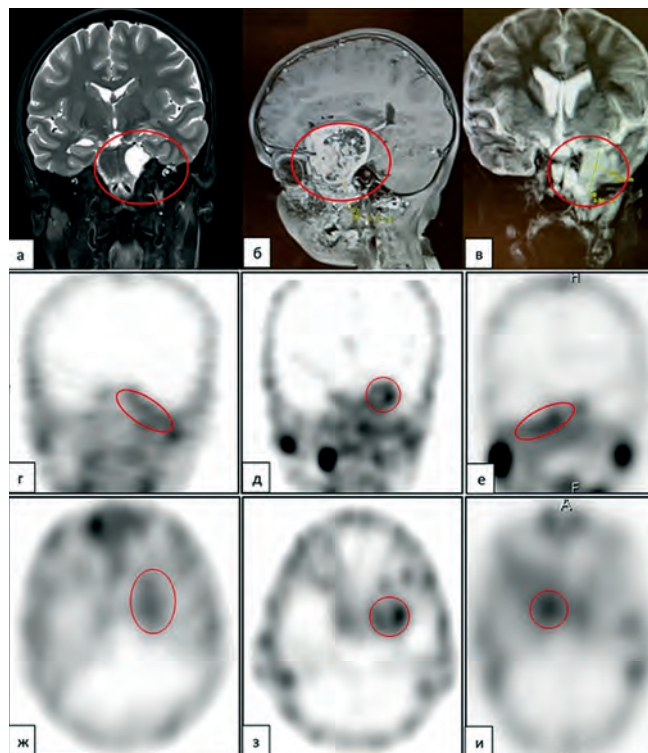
Собственные результаты исследований 3 пациентов с диагнозом РМС параменингеальной локализации с интракраниальным ростом. МРТ: а — в режиме Т2 во фронтальной проекции с подавлением сигнала от жировой ткани; б — в режиме Т1 в сагиттальной проекции с подавлением сигнала от жировой ткани после введения контрастного препарата; в — в режиме Т2 во фронтальной проекции с подавлением сигнала от жировой ткани. Отмечается формирование интракраниального компонента опухоли с поражением вещества головного мозга. Томосцинтиграммы с ^{99m}Tc-пертехнетатом во фронтальных (г, д, е) и аксиальных (ж, з, и) проекциях. В первичной опухоли и в пораженном веществе головного мозга, включая оболочки, отмечается интенсивная аккумуляция РФП
